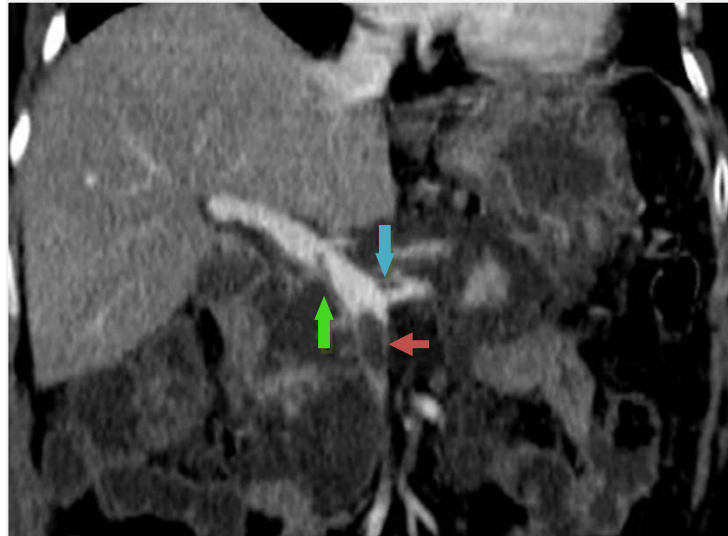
TDM avec injection de produit de contraste chez une patiente de 70 ans ayant une pancréatite aiguë sévère : défauts endoluminaux de remplissage au niveau de la veine porte (flèche verte), la veine splénique (flèche bleue) et la veine mésentérique supérieure (flèche rouge) [127].
